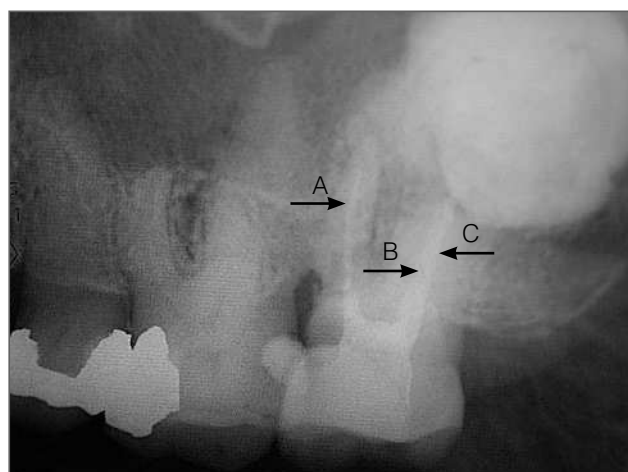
Radiografía postoperatoria del segundo molar superior izquierdo. (A) vestibulomesial; (B) palatino; (C) vestibulodistal.
